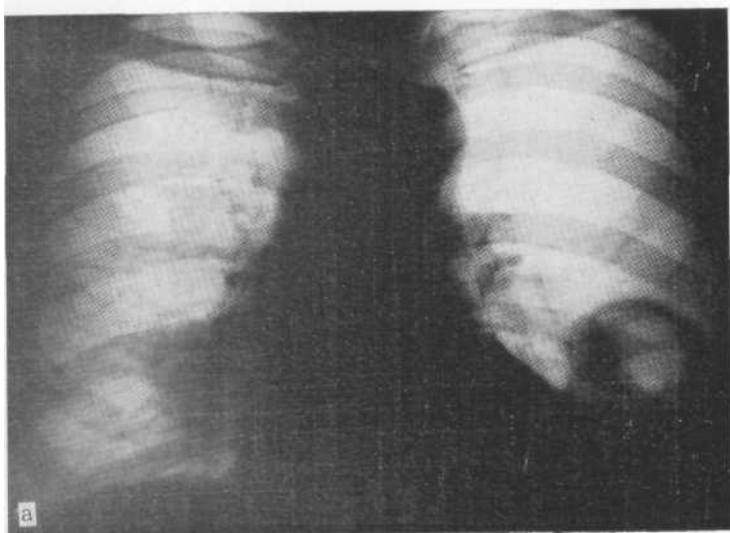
Обзорная рентгенограмма (а) и фрагмент ирригограммы (б); обнаружена грыжа диафрагмы, выходящая в грудную полость толстая кишка.
